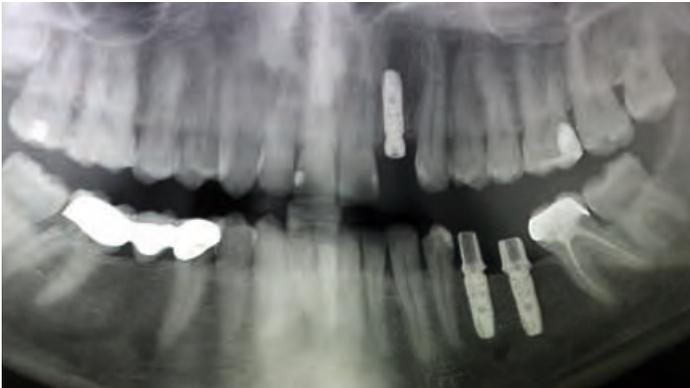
Kontrollröntgenaufnahme unmittelbar nach Insertion der Implantate und Befestigung der Abutments
